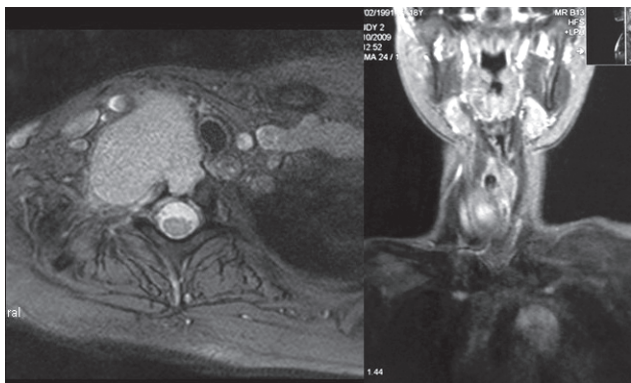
МРТ области шейно-грудного перехода
